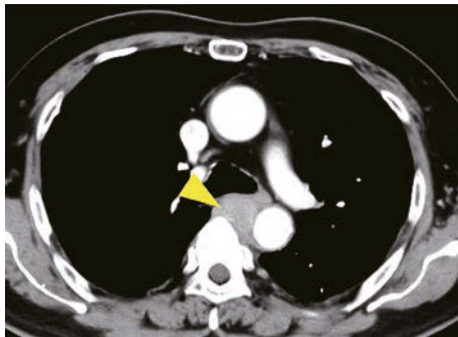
Contrast-enhanced chest CT shows a tumor between the carina and spine (yellow arrowhead).
